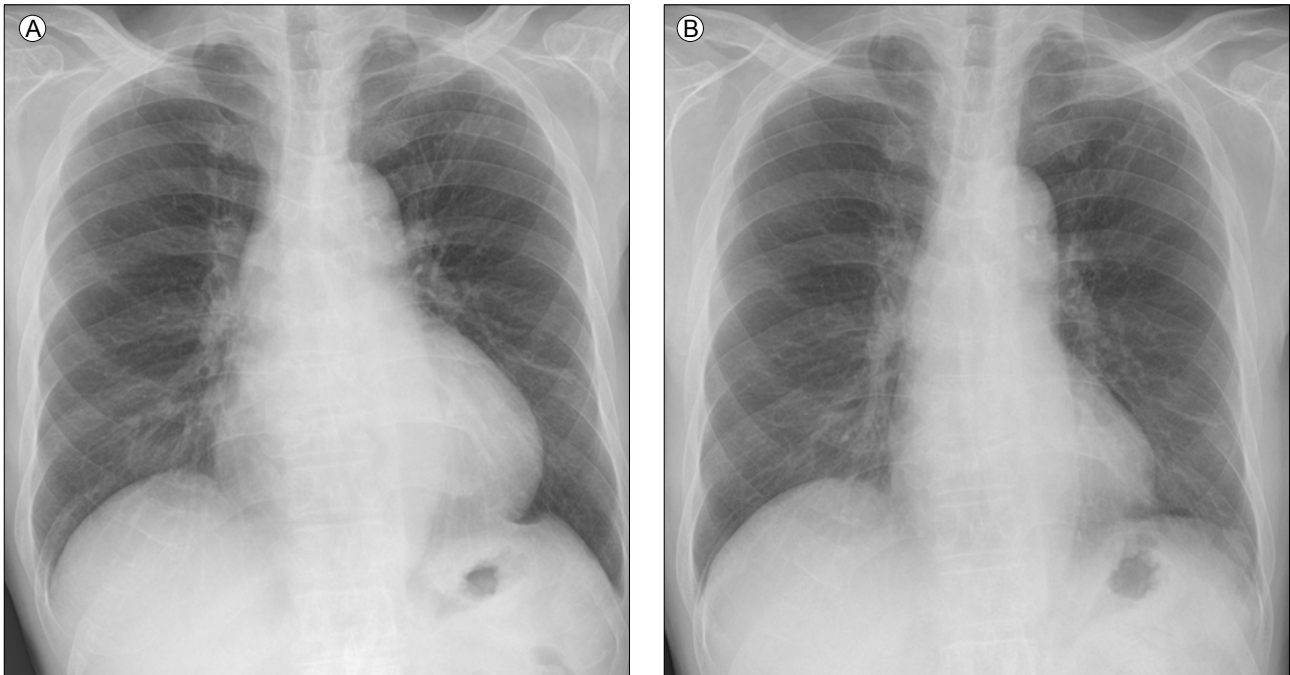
The chest posteroanterior (PA) X-ray taken after heart failure had occurred. (A) The chest PA X-ray after the fourth round of bortezomib + melphalan + prednisolone chemotherapy (2012/12/5) showed worsening cardiomegaly. (B) A sign of cardiomegaly had improved 14 months after the heart failure was diagnosed (2013/10/5).
